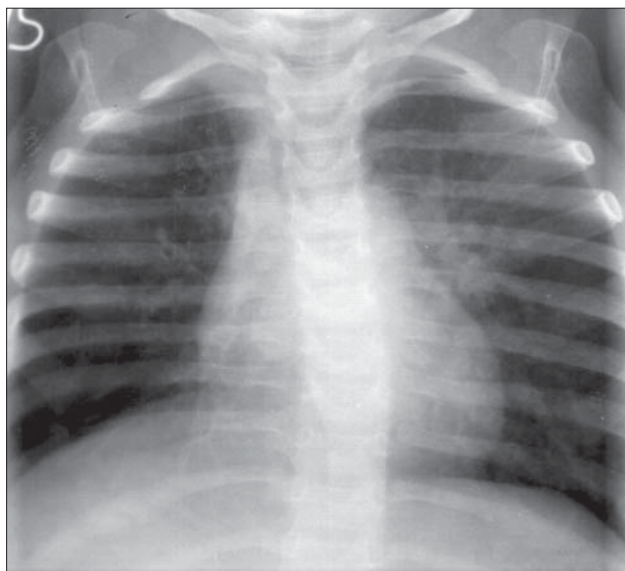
Circulație pulmonară inegală. Radiografie toracică PA. Hiperemie în plămânul stâng. Circulație pulmonară normală în dreapta. Canal arterial aortă-arteră pulmonară stângă.
